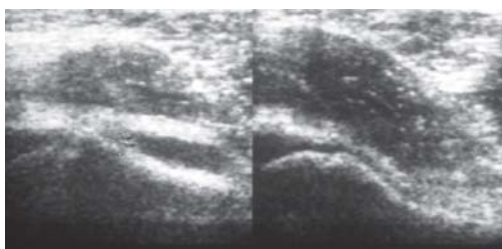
Sonographie beider Hüftgelenke von vorne. Auf der linken Bildseite (linke Hüfte) Abrutsch der Kopfkappe mit Stufenbildung, sowie einem Gelenkerguss. Auf der rechten Bildseite (re Hüfte) keine Stufe, kein Erguss.
